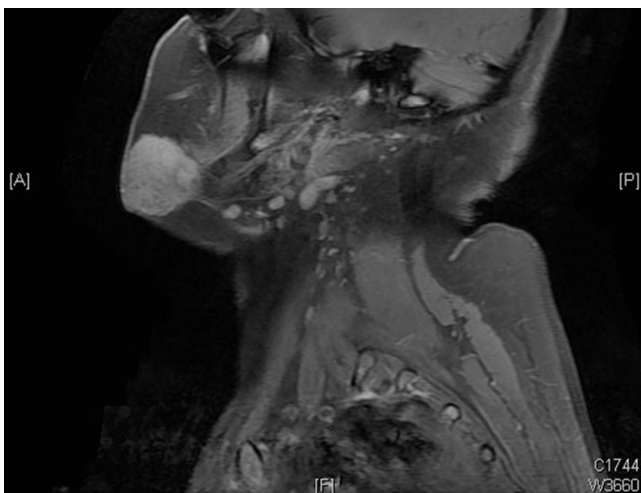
Imagen sagital STIR de RM que muestra una masa de 4 x 2,5 cm en el tejido celular subcutáneo adyacente a la mandíbula con una gran intensidad de señal.
